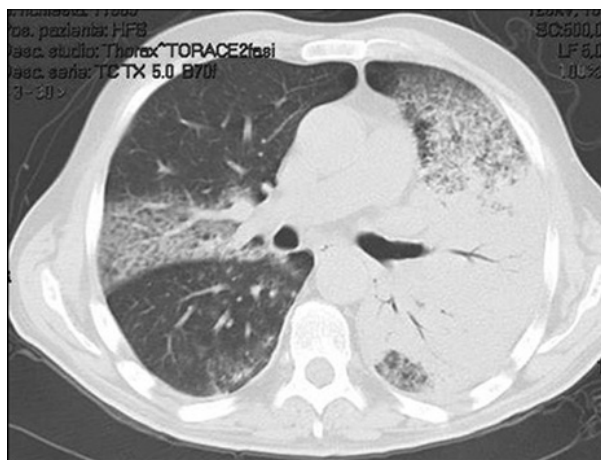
Polmonite interstiziale da *Pneumocystis Carinii* – TC del torace. Presenza di aree di addensamento “a vetro smerigliato” e di ispessimento settale con aspetto “a favo d’api”.
